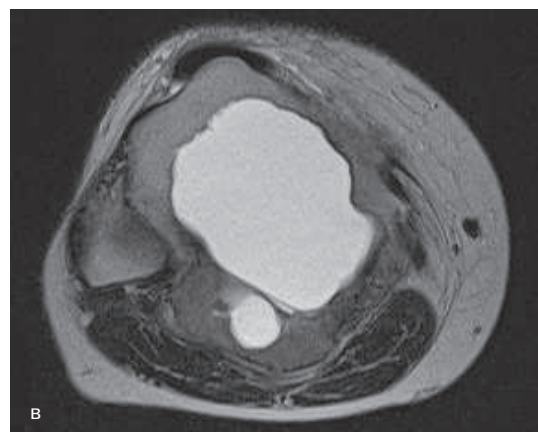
б–г. МР-исследование в режимах T2 и T1 ВИ. На МР-исследовании отчетливо видно, что преобладающая часть опухоли представлена массивной кистой (вторичная аневризмальная костная киста), которая располагается преимущественно внутрикостно в области вышеописанного по рентгенографии крупного очага остеолитической деструкции. В то же время солидная часть опухоли представлена лишь небольшой по толщине «полосой» по периферии внекостной части опухоли, что отчетливо можно видеть на сагиттальном срезе в T2 ВИ (б)
